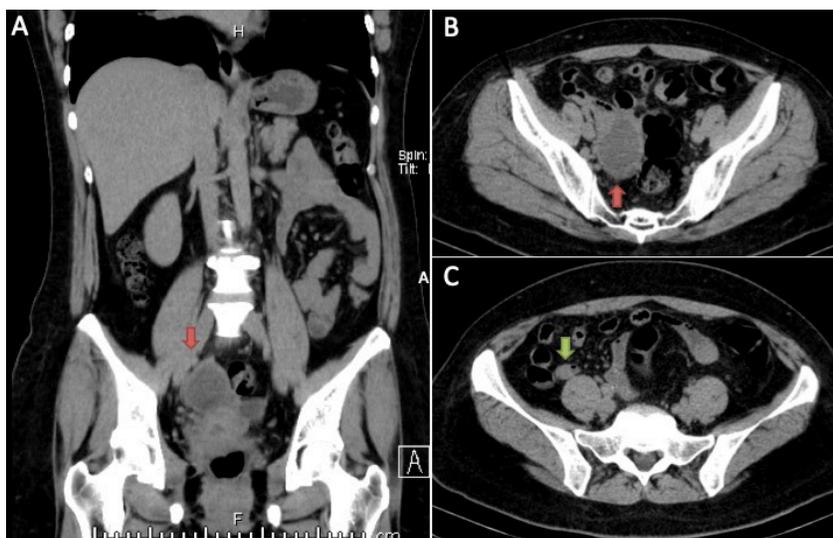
Tomografia computadorizada da paciente onde em A observa-se corte coronal e B e C corte transversal. Seta vermelha em ambas apontam a formação cística anexial a direita. Seta verde aponta para apêndice cecal com dimensões aumentadas.
